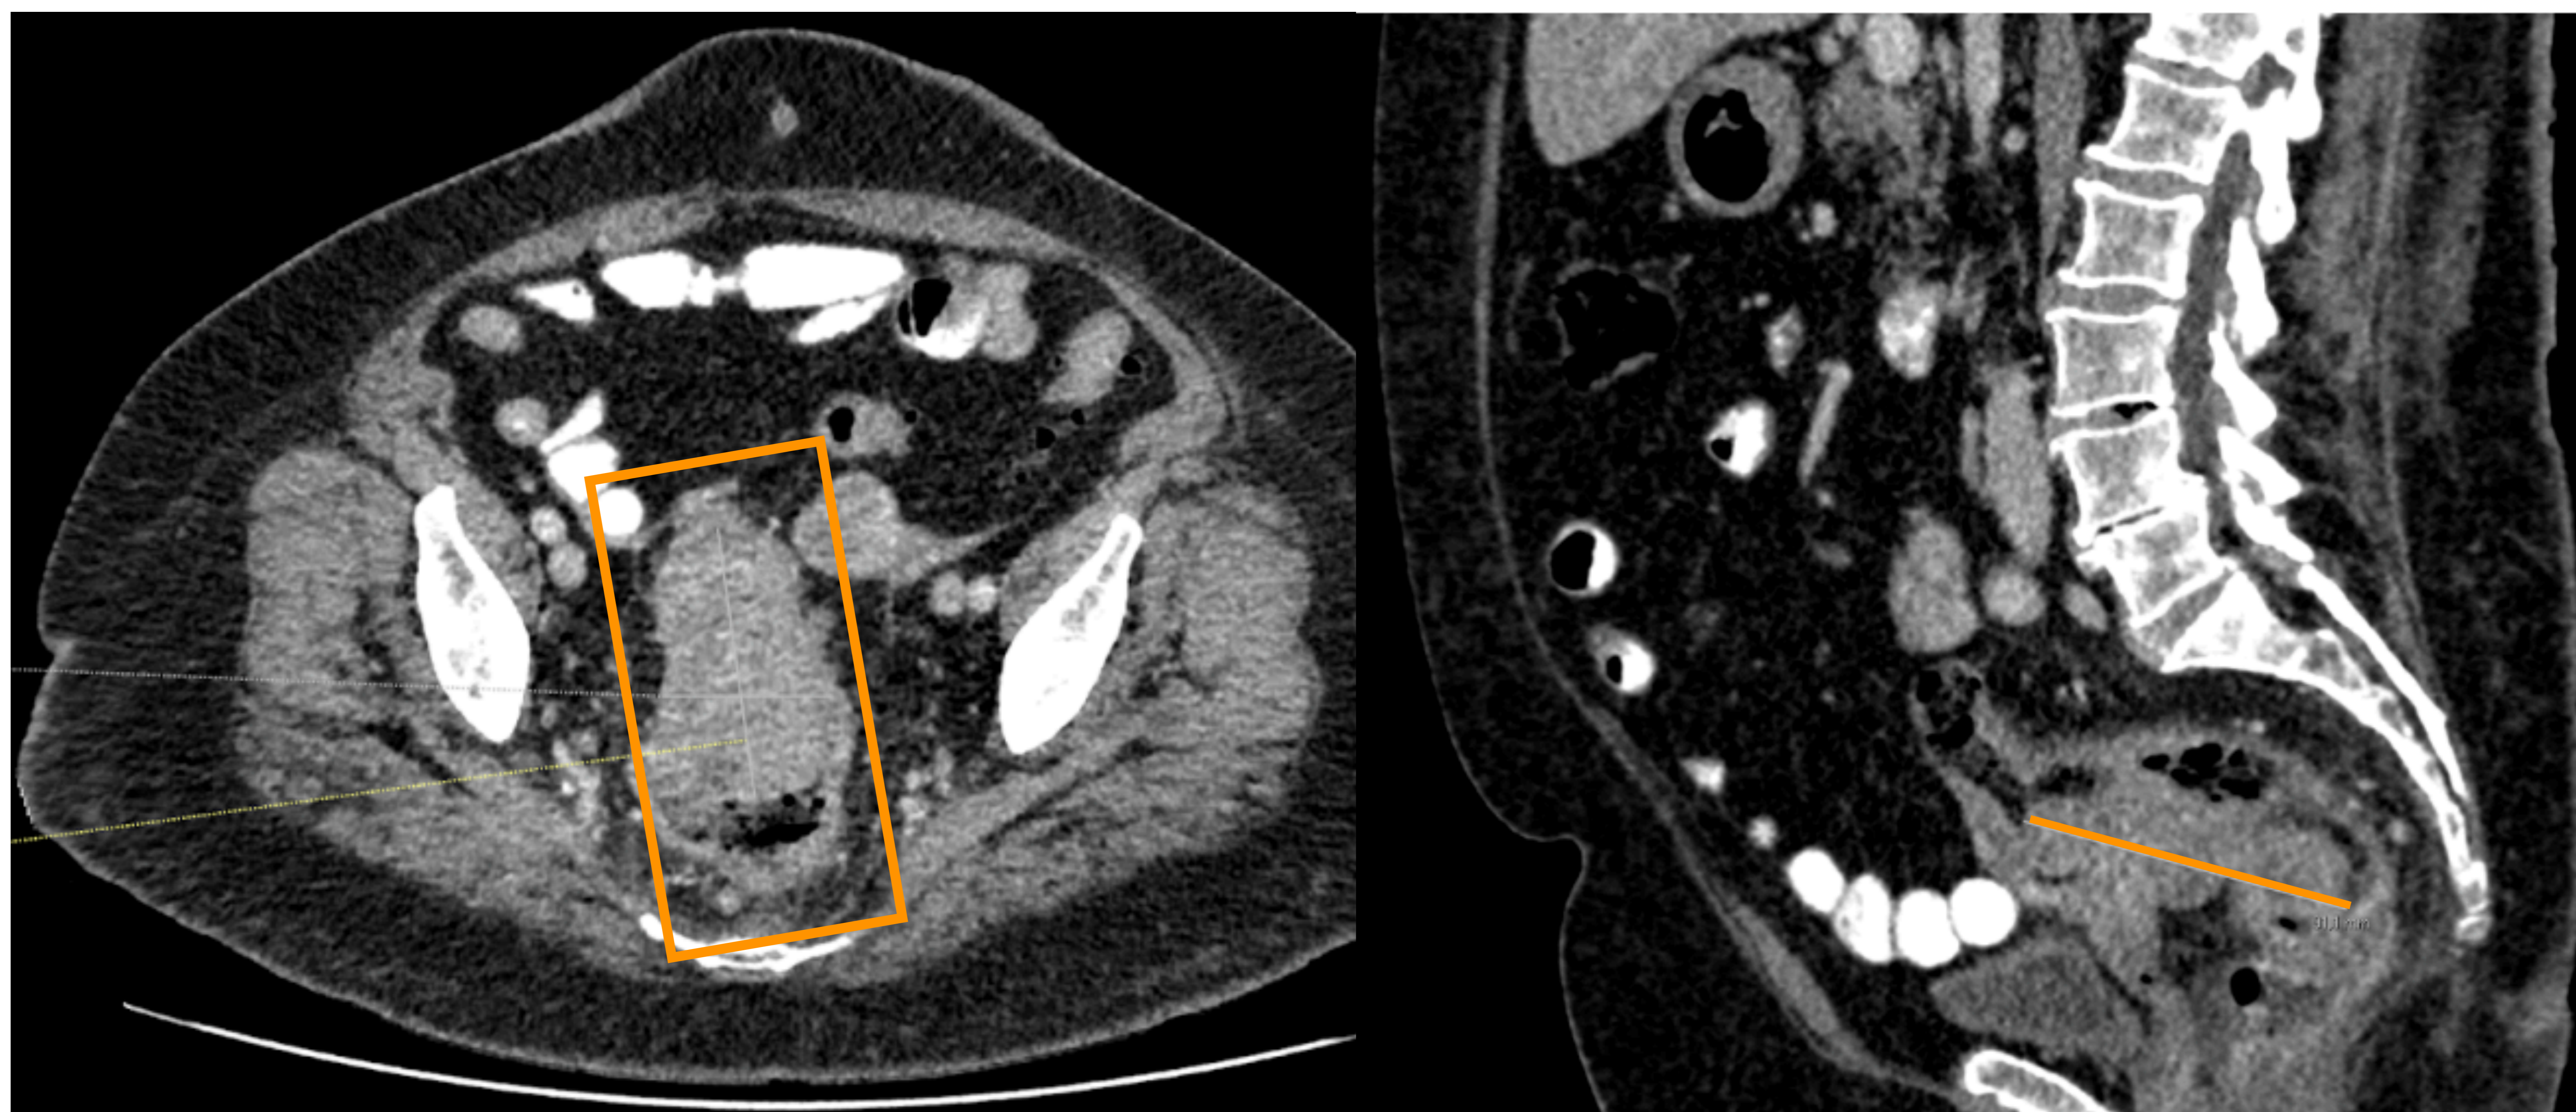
Imágenes de TC de la misma paciente en planos axial y sagital donde se visualiza tumoración (rectángulo) con medidas aproximadas de 5,7 x 7,6 x 9 cm, en sus diámetros transverso, anteroposterior y longitudinal respectivamente, localizada en en recto medio-superior. Como ya se visualizaba en el estudio de tránsito, la masa tiene contornos mamelonados y disminuye la luz intestinal sin provocar dilatación proximal del colon que sugiera obstrucción.
